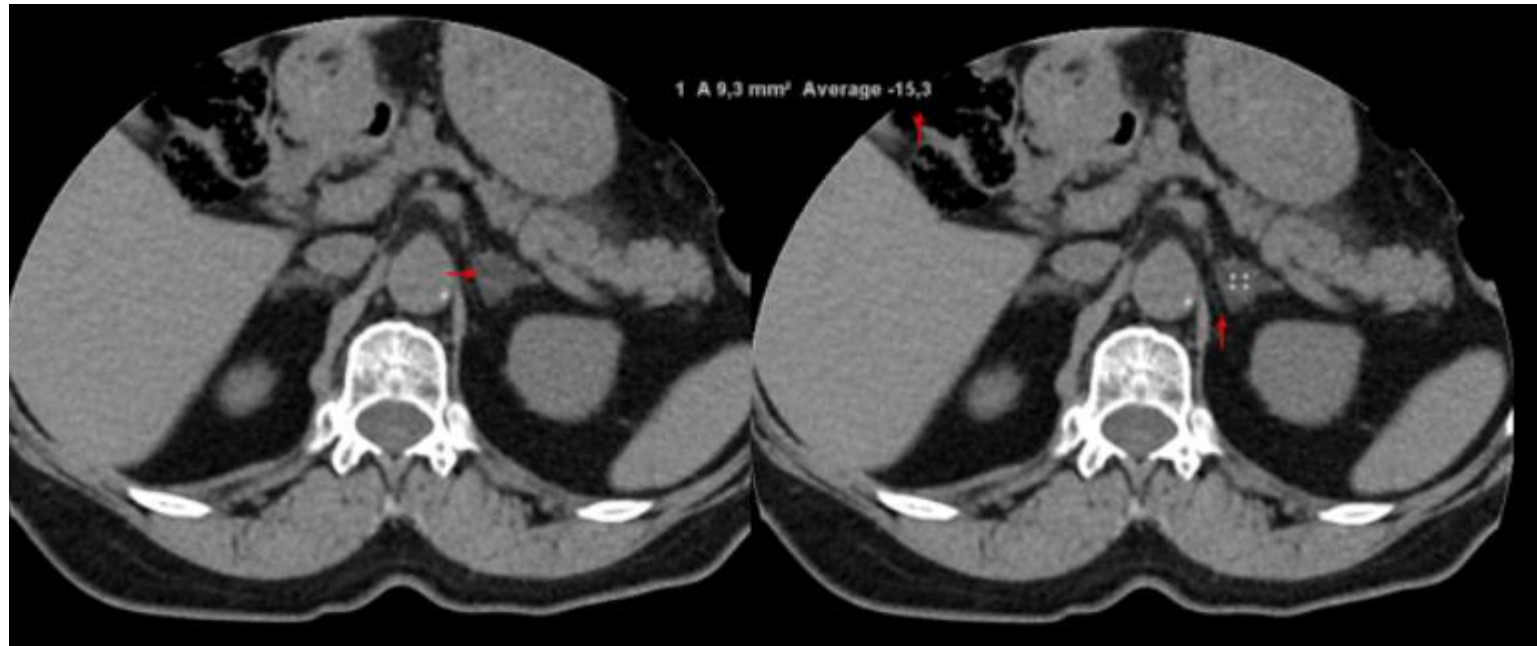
TC de abdomen sin contraste intravenoso. Nódulo adrenal izquierdo, con atenuación < 10 HU, diagnóstico de adenoma rico en lípidos. No se requiere más seguimiento.
